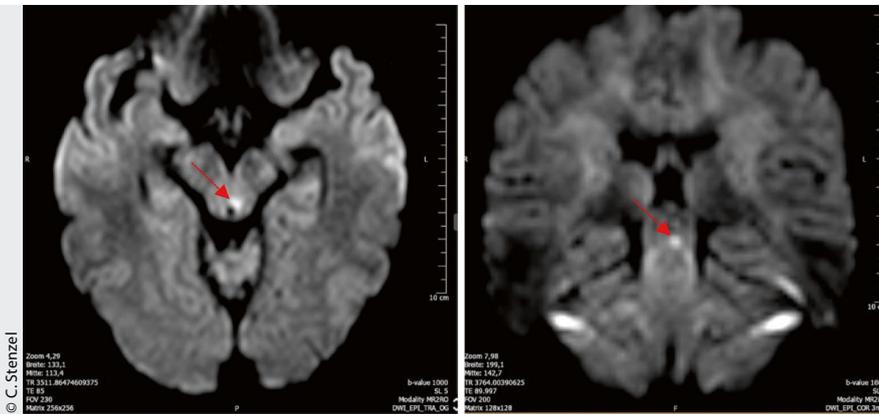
MRT von November 2016, FLAIR-Sequenz transversal und koronar
